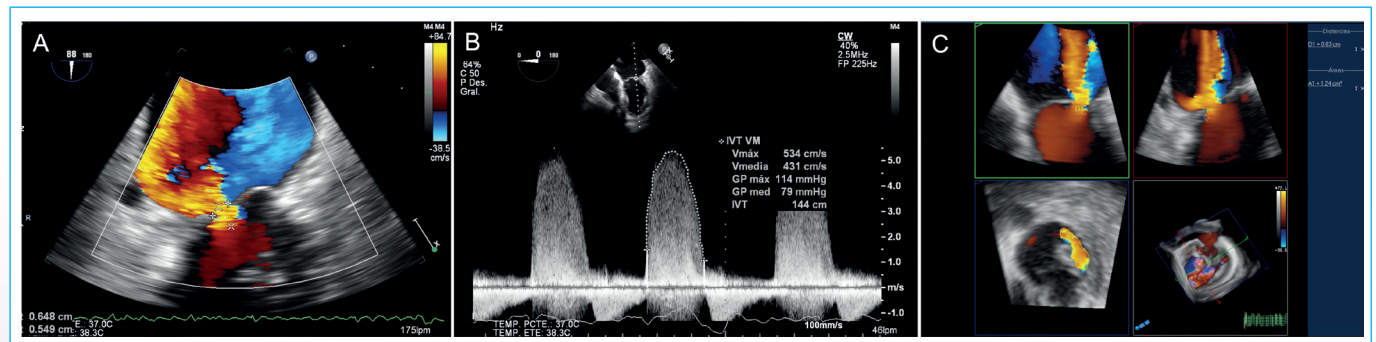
Valoración de la severidad de la insuficiencia mitral por ecocardiografía bidimensional por medio de área de superficie de isovelocidad proximal y área de vena contracta por 3D. A. Ecocardiograma transesofágico con insuficiencia mitral valorada con Doppler color con un radio de PISA 0.54 cm. B. Doppler continuo de la insuficiencia mitral con ITV 144 cm y una máxima velocidad de 534 cm/s. El cálculo del área de orificio regurgitante efectivo (AORE) es de 0.20 cm² que consiste en una insuficiencia mitral moderada. C. Utilizando una adquisición de 3D con Doppler color la medición del área de vena contracta es de 1.24 cm², la cual indica una insuficiencia mitral severa.
